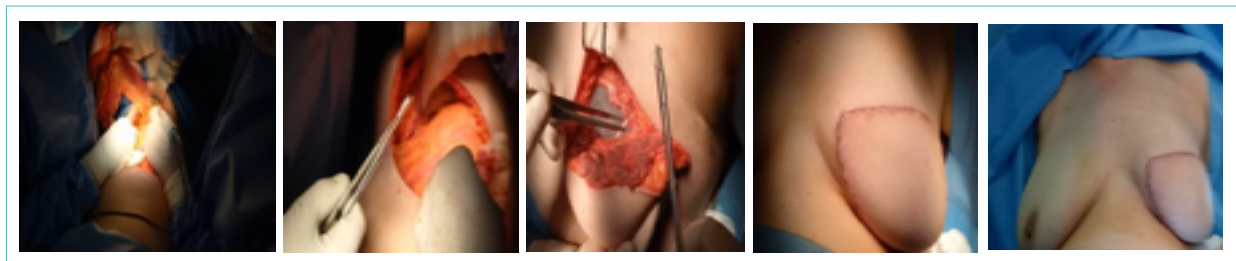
RM par lambeau de grand dorsal, prélèvement et levée du lambeau pédiculé. Tunnélisation axillaire et fermeture cutanée du dos. Fixation et remodelage du lambeau. (Photos du service de sénologie chirurgie B CPMC)
